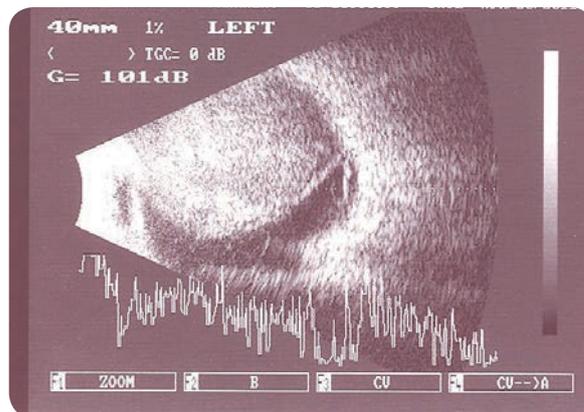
d.46 Membrana dome-shaped, lisa, espessa, com sinais hiperreflectivos no seu interior. (Ecografia)
